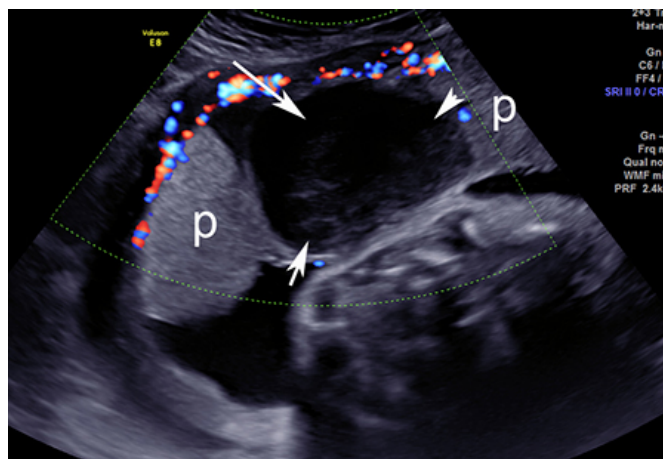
Imagem de ultrassonografia de descolamento da placenta: a placenta normal está marcada com 'p'; área de descolamento indicada por setas brancas
